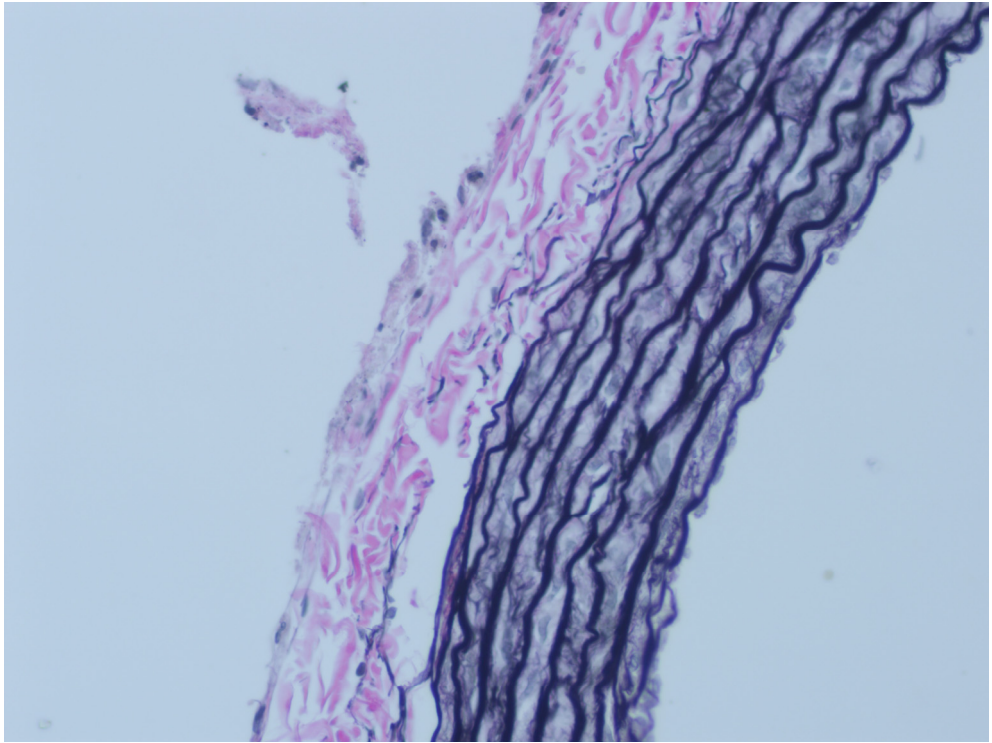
TK5, Hematoksilen Eozin, x 100. Kontrol grubunda endotel hücrelerinin çekirdekleri ve elastik lameller arasına yerleşmiş olan düz kas hücreleri görülmektedir.
